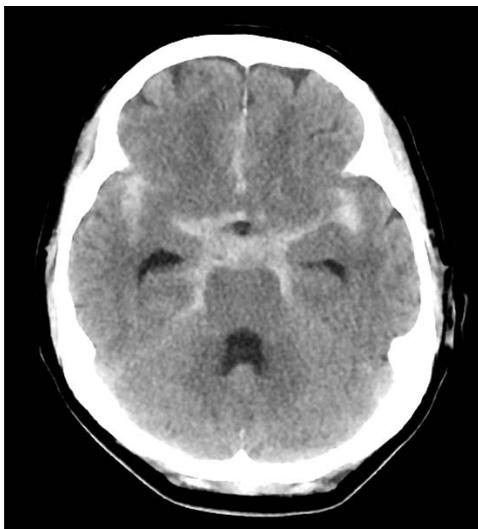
くも膜下出血の CT 像。ペンタゴンサインと呼ばれる高吸収を呈する。
